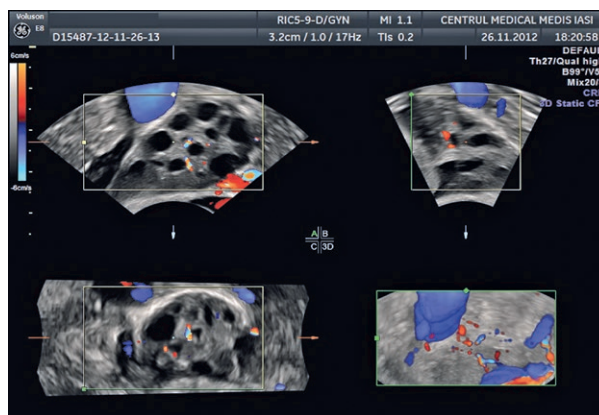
Evaluarea vascularizației cu ecografie tridimensională
